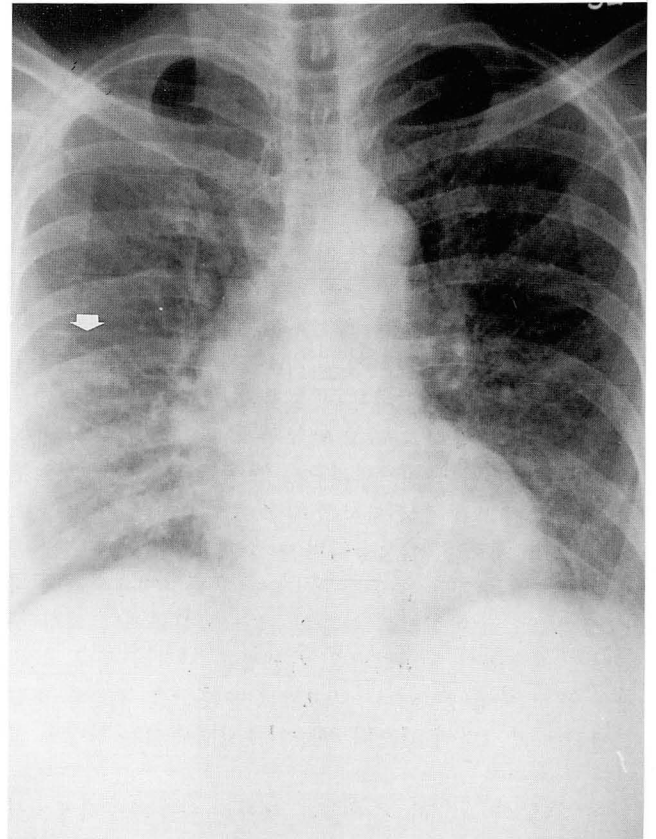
Chest radiograph in patient with tsutsugamushi disease shows reticular densities, perihilar haziness and linear thickening of the minor fissure (arrow).
